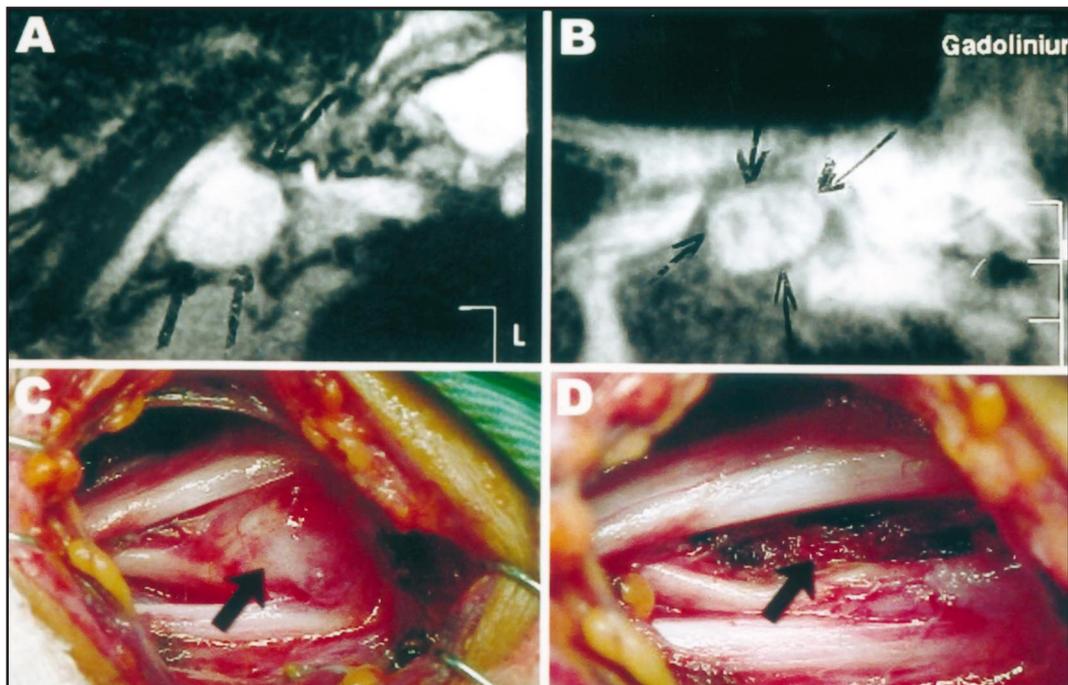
Caso 1: a. RM pré-operatória sem contraste, evidenciando tumoração em topografia de plexo braquial (setas pretas); b. RM pré-operatória contrastada demonstrando importante impregnação pós-Gadolinium (setas pretas); c. Achado cirúrgico de schwannoma em tronco médio de plexo braquial (seta preta); d. Plexo braquial após exérese da lesão, com detalhe do local da retirada do tumor (seta preta).
